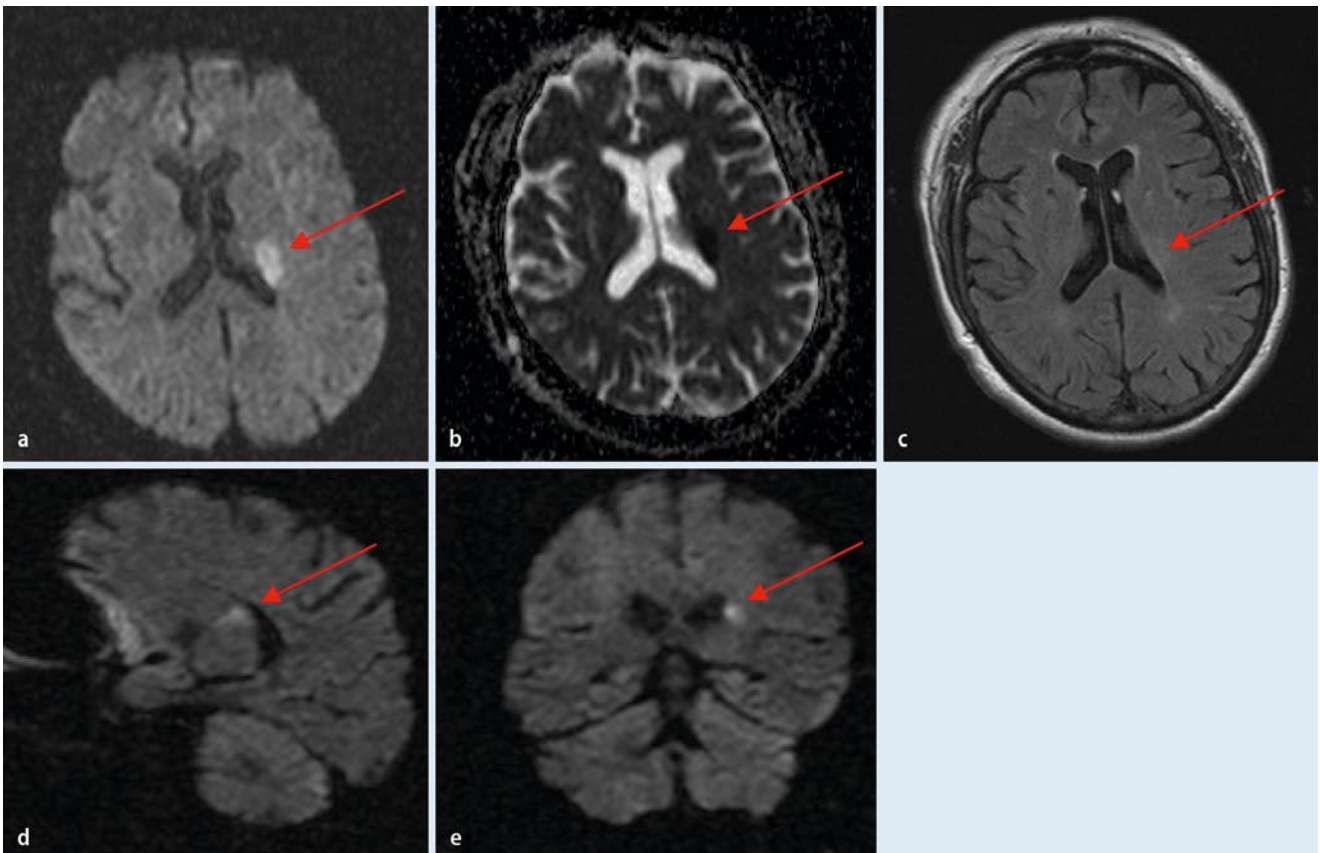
▲ Hyperakuter lakunärer Hirninfarkt im Bereich des hinteren Kapselschenkels bei einer 64-jährigen Patientin mit fluktuierender Hemiparese des rechten Arms. In der axialen diffusionsgewichteten Technik (a) lässt sich die ischämische Läsion, die auch ein Korrelat im ADC-Parameterbild (b) zeigt, gut abgrenzen. Mit der Inversionstechnik (c FLAIR-Sequenz) lässt sich der Befund nicht sicher nachweisen. Allerdings ist die diffusionsgestörte Läsion auch in sagittaler (d) und koronarer (e) Schnittführung deutlich zu sehen (Pfeile)
